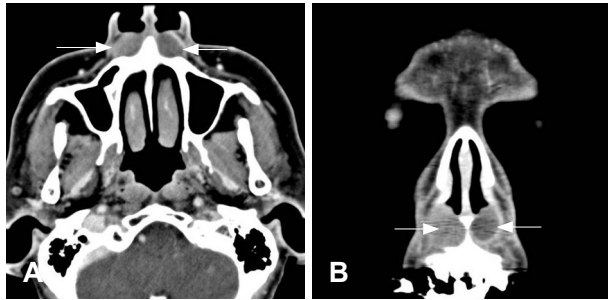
Paranasal sinus enhanced CT scan of axial (A) and coronal (B) view show two ovoid cystic mass with inhomogenous contrast enhancement at the anterior nasal floor (arrow).
